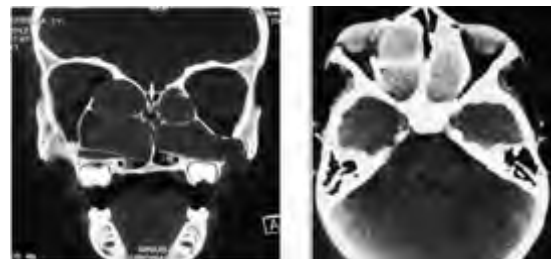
TDM en couple coronale et axiale
